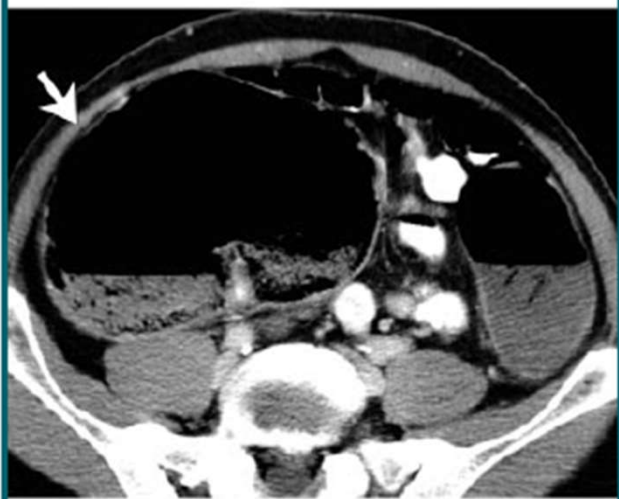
Obstrução intestinal por volvo. a) TC corte axial demonstra distensão de alças com nível hidroaéreo (setas brancas) e segmento normal de cólon (setas amarelas); b) Receconstrução no plano coronal evidenciando o local do volvo (seta curva amarela).
